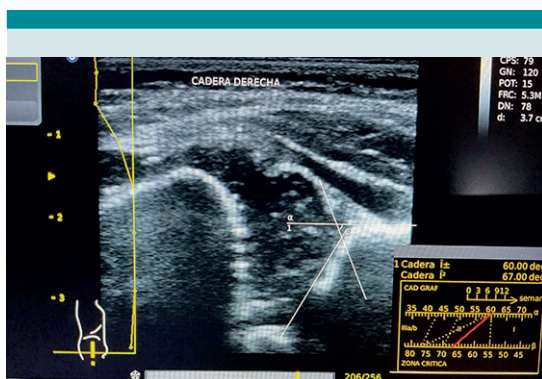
Toma de ultrasonido por método Graf normal.
